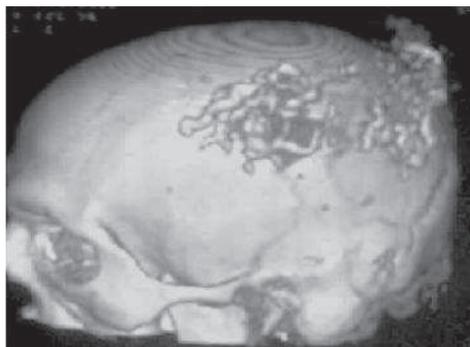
TDM 3D démontrant une MAV pariéto-occipitale.
